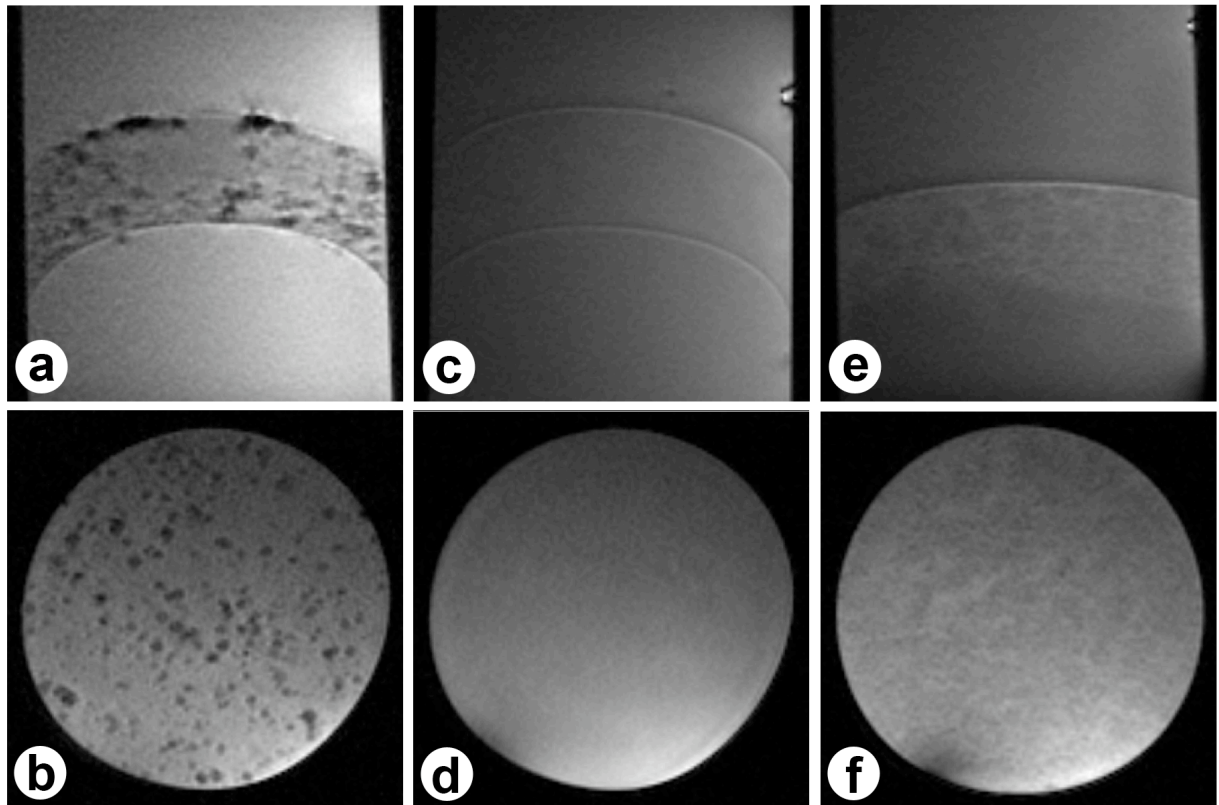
MRT-Darstellung von in Agarose eingebetteten primären humanen Hepatozyten mittels einer T2*-gewichteten Gradienten-Echo-Puls-Sequenz. Zellen mit 18 MPIO sind bei einer Konzentration von 1000 Zellen/250 μ l in sagittalen und axialen Schnitten klar erkennbar (a, b). Die gleiche Konzentration unmarkierter Zellen (c, d) sowie die entsprechende Anzahl MPIO in Agarose (e, f) zeigen keine Signaländerungen.
